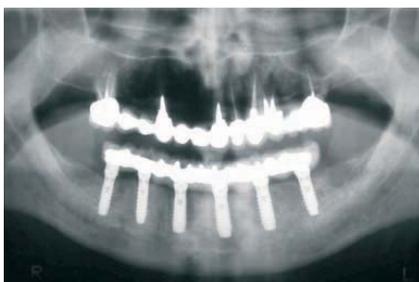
Ortopantomografia finale
